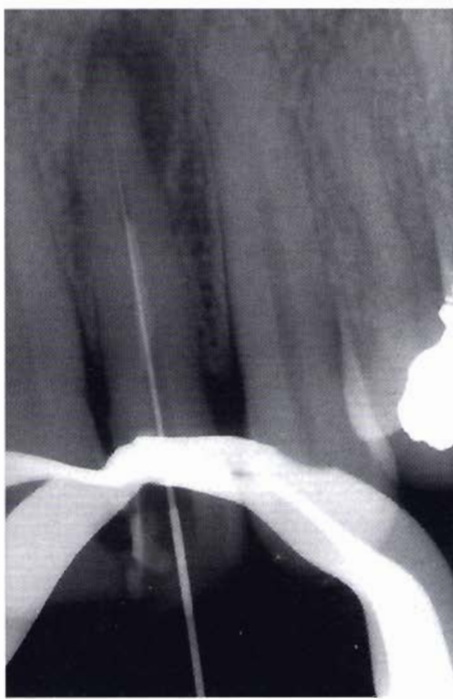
b - Radiografia di sondaggio con lo strumento che è stato arrestato nel punto in cui la paziente riferiva sensibilità.
